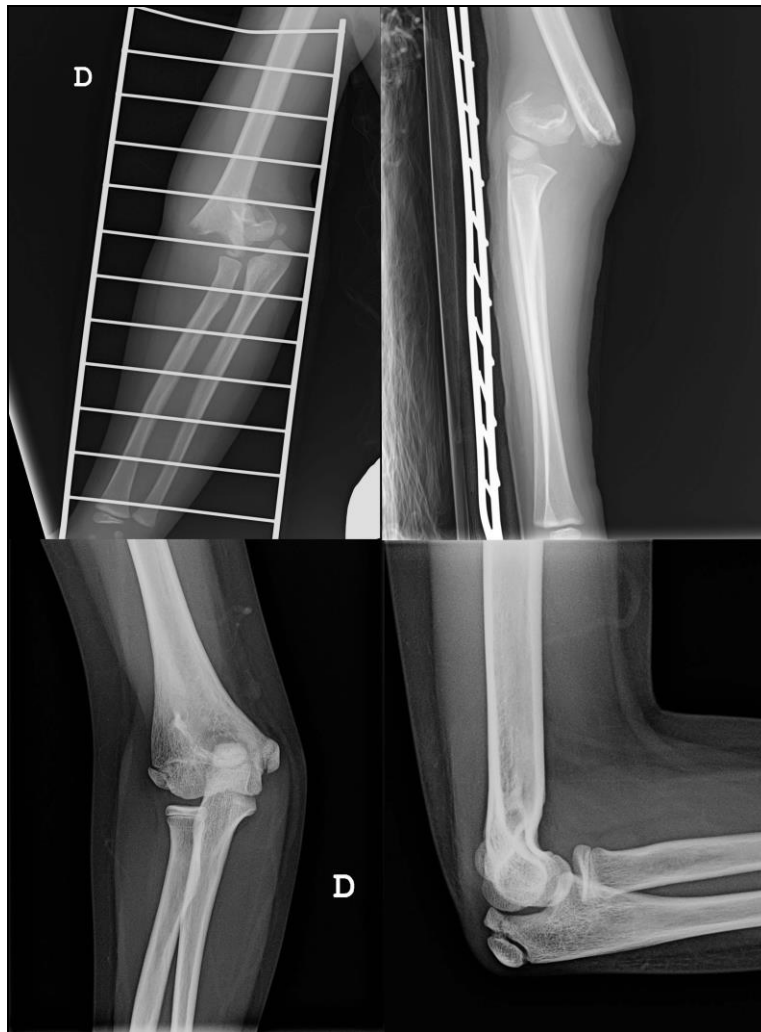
Radiografías de la fractura y consolidación en valgo de nuestra paciente.
